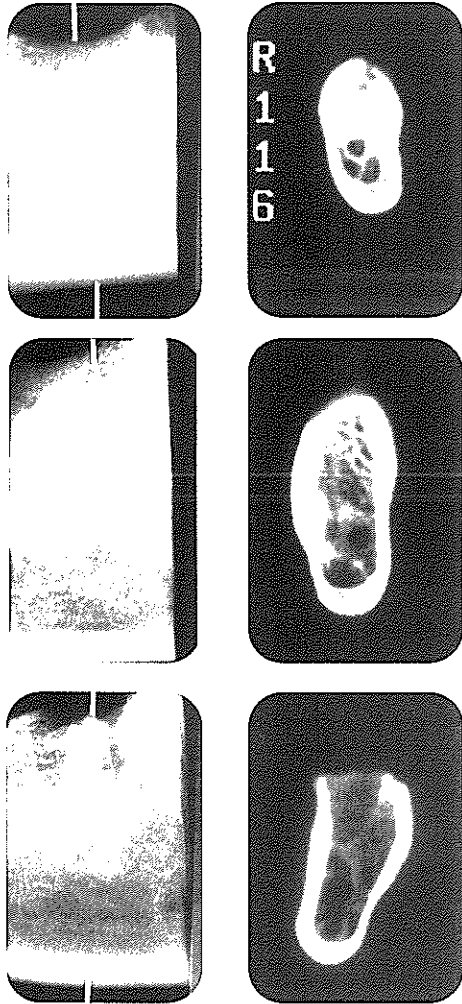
하악골 절편의 치근단 방사선사진과 동일 부위의 CT 단면 영상. 치근단 방사선사진에서 내부의 골소주 양상을 비교적 정확하게 평가할 수 있다.
